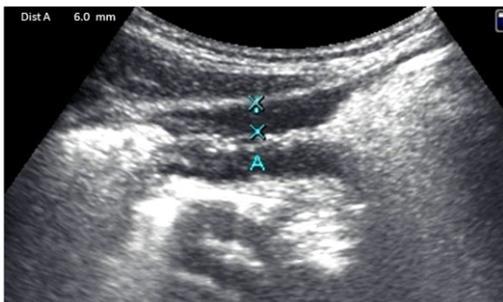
Ecografía con engrosamiento de la pared por recurrencia. Ecografía intestinal de FID mostrando el asa de íleon neoterminal con marcado engrosamiento de la pared de 6 mm (entre cruces).
